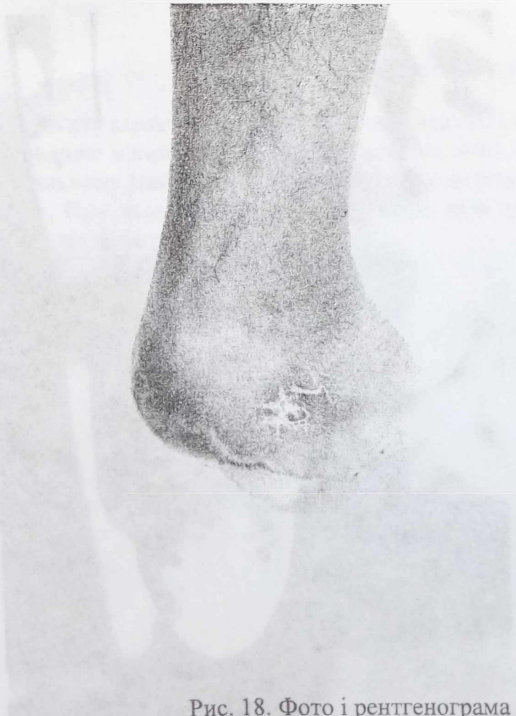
Фото і рентгенограма хибної кукси стопи за Шопаром.
